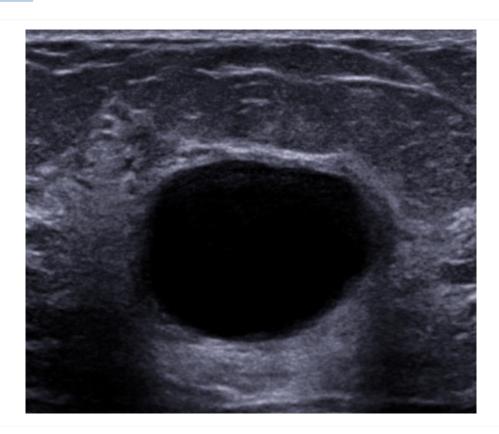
Ultrassonografia de um cisto mamário (observe as margens lisas e nítidas características da lesão anecoica com realce acústico posterior)
